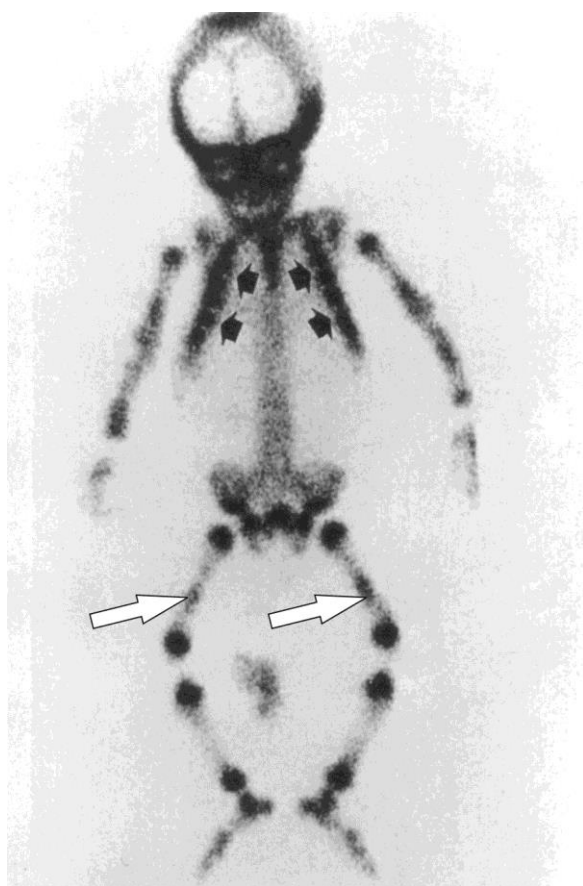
Сцинтиграмма всего скелета ребенка 1 года, страдающего рахитом. Множественные «горячие» очаги длинных трубчатых костей и ребер (стрелки) в зонах предварительного обызвествления и в зонах лоозеровской перестройки (указаны стрелками)
